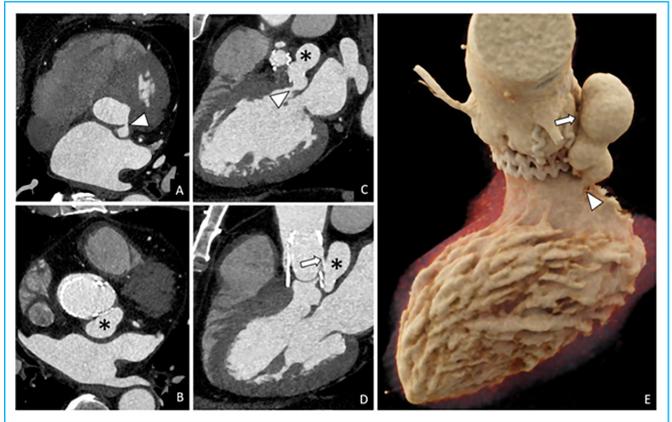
Tomografía computarizada cardíaca: reconstrucciones axiales oblicuas (A y B); reconstrucciones sagitales oblicuas (C y D); reconstrucción tridimensional cinemática (E). Se identificó un pseudoaneurisma sacular (*) que se originaba del tracto de salida del ventrículo izquierdo, por debajo de la válvula aórtica (puntas de flecha en A, C y E) y se extendía a lo largo de la cara posterolateral de la aorta. A nivel de la raíz aórtica se objetivó, además, otra comunicación (flechas en D y E) entre esta y el pseudoaneurisma.
